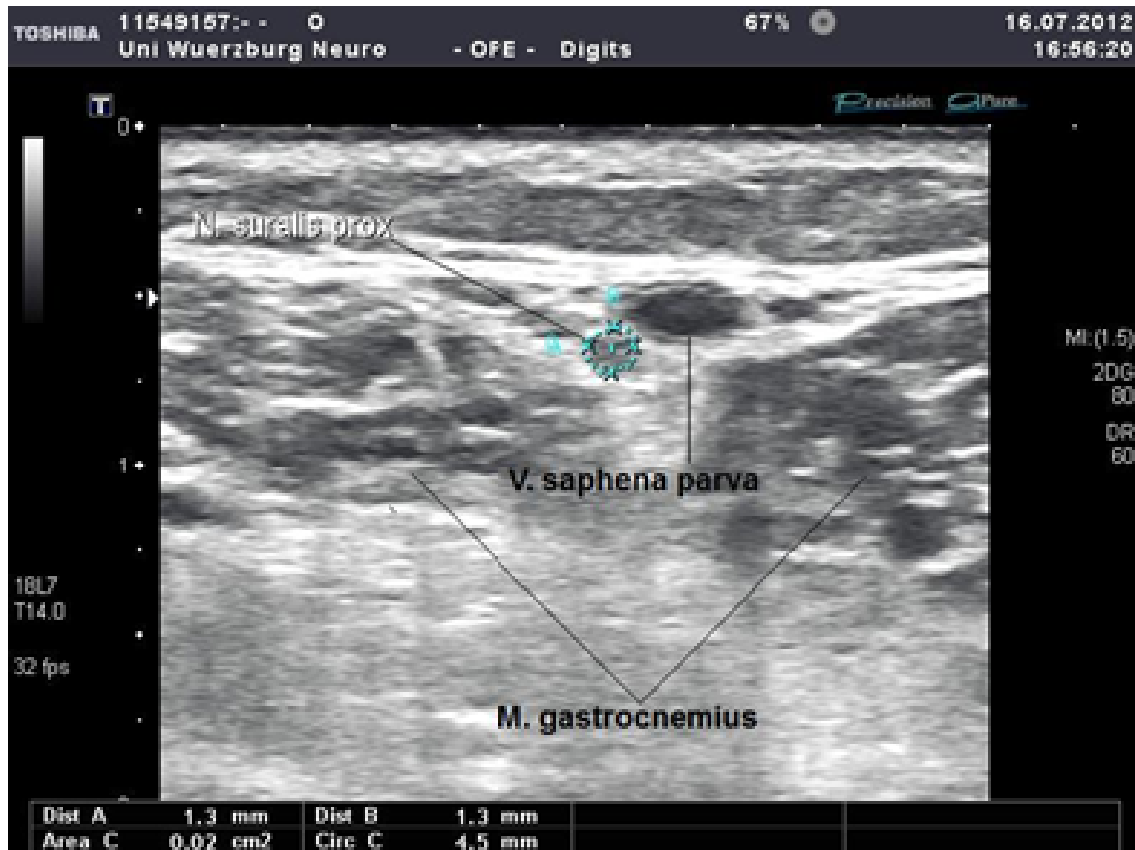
Sonographisches Bild des N. suralis prox. im Transversalschnitt
